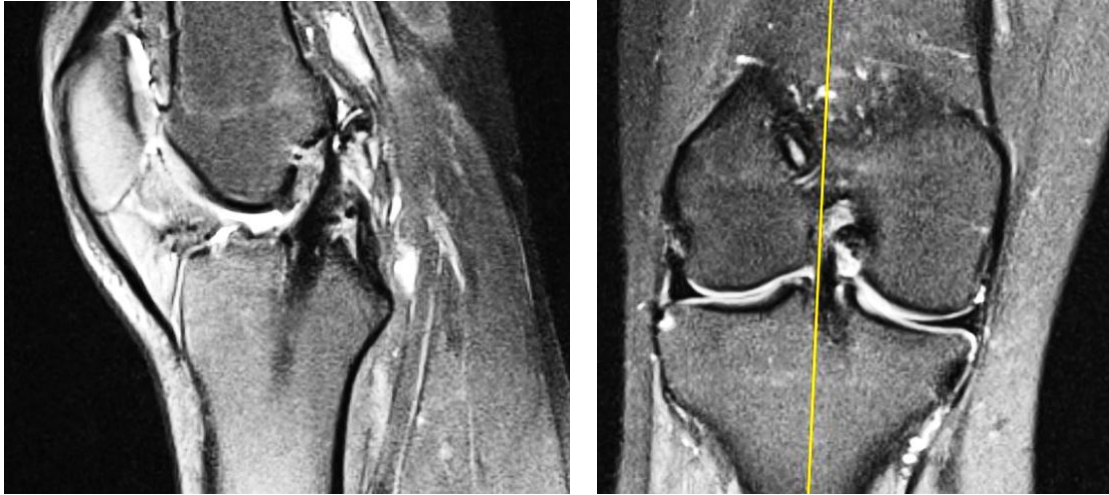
Пациентка В.: МРТ правого коленного сустава
